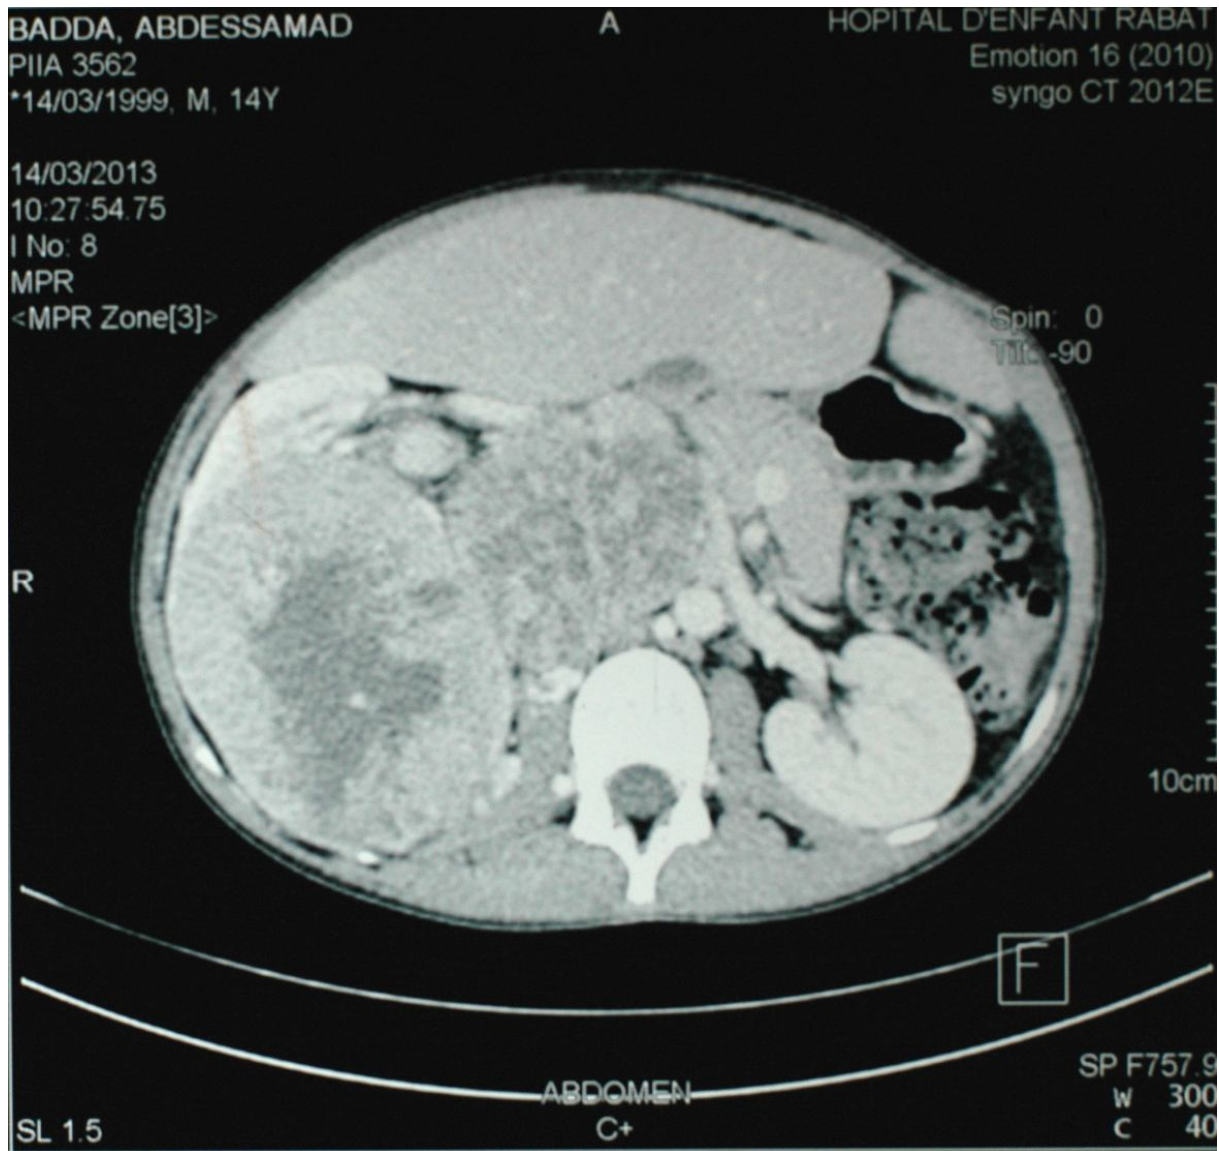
TDM abdominale : Coupe axiale après injection de produit de contraste :
